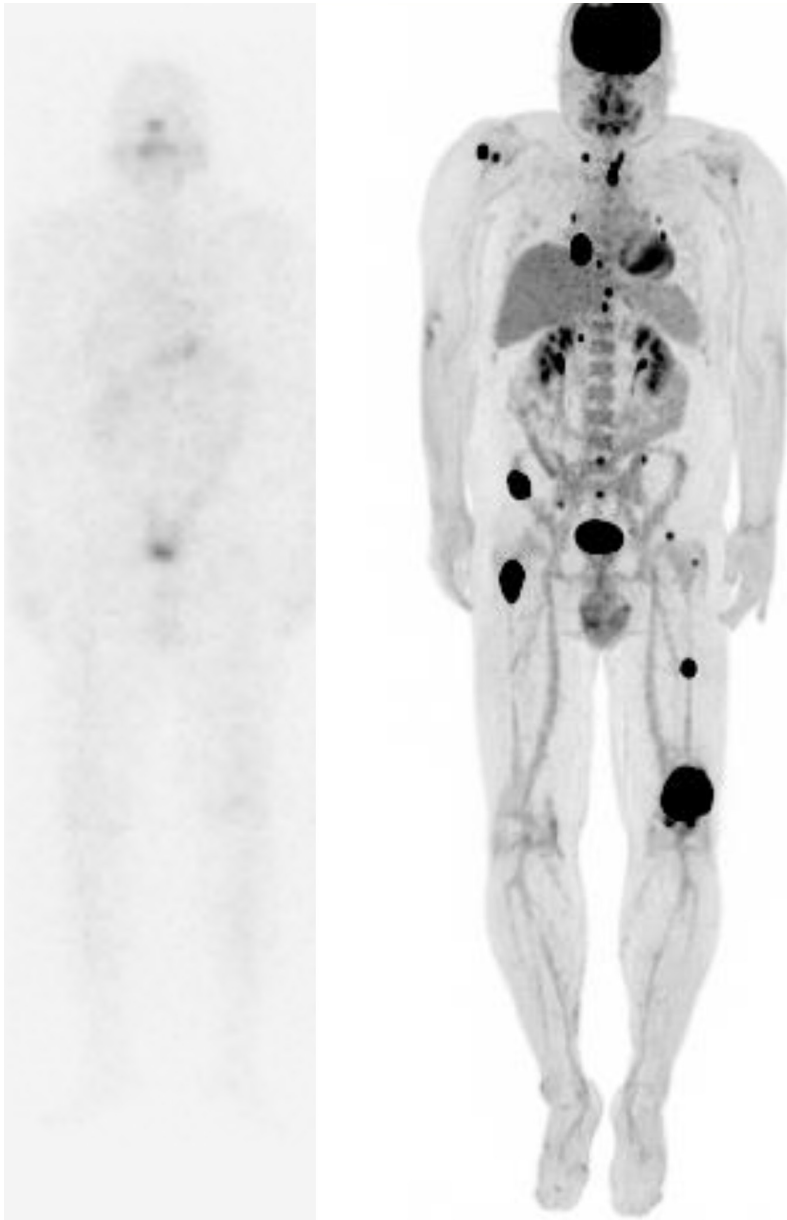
Síndrome TENIS: Paciente con diagnóstico de carcinoma folicular de tiroides, variante oncocítica de alto riesgo. Tras la tiroidectomía y la dosis ablativa de ^{131}I , recibió una nueva dosis empírica por la elevación de los niveles de tiroglobulina con ac antiTg negativos. El rastreo corporal con ^{131}I (izquierda) fue negativo, por lo que se solicitó un PET/TC con ^{18}F -FDG (derecha). La imagen reveló múltiples lesiones hipermetabólicas que fueron confirmadas como metástasis de carcinoma tiroideo.
